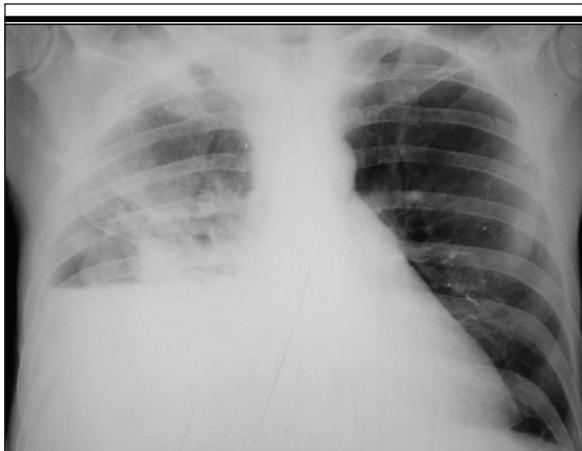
а. Рентгенограмма пациента с постнекротической псевдокистой поджелудочной железы, осложненной панкреатическим асцитом и плевритом за счет микроперфорации кисты в брюшиную и правую плевральную полости. Затемнение правого легочного поля за счет скопления жидкости в плевральной полости
